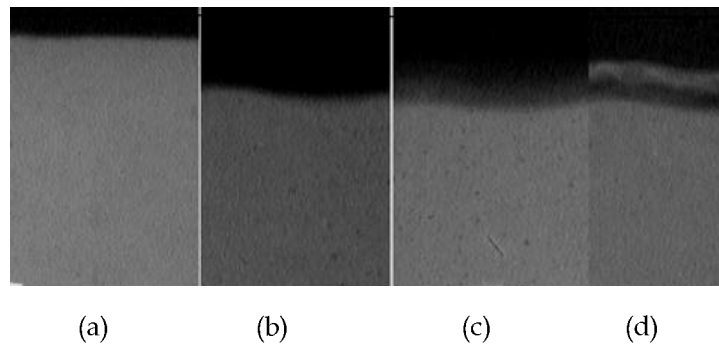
Microradiographic image of dentin.
